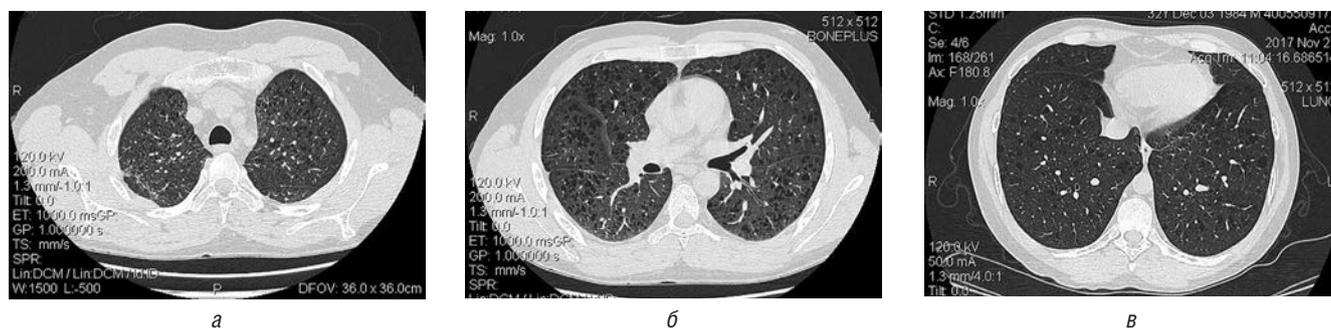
Компьютерные томограммы больного П. в условиях высокого разрешения. На всем протяжении легочных полей: (а–в) с обеих сторон тонкостенные воздушные полости от 0,2 до 0,7 см в диаметре, преимущественно в верхних отделах
